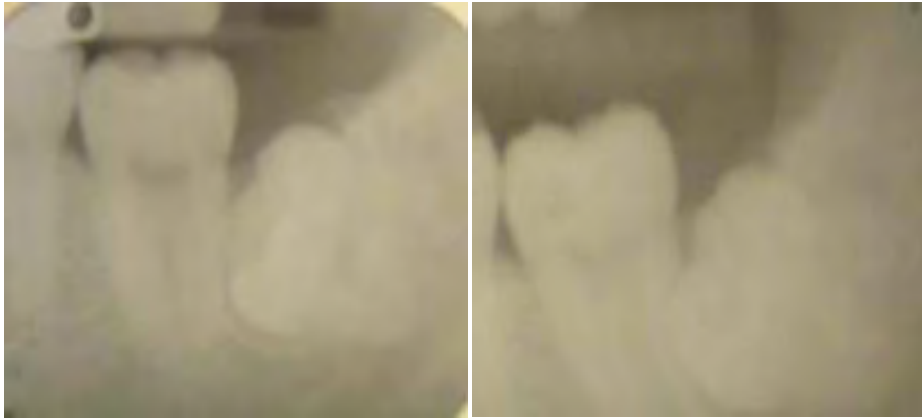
Radiografía orto-radial, del lado derecho, radiografía disto-radial. Se observa movimiento del molar en dirección contraria.
